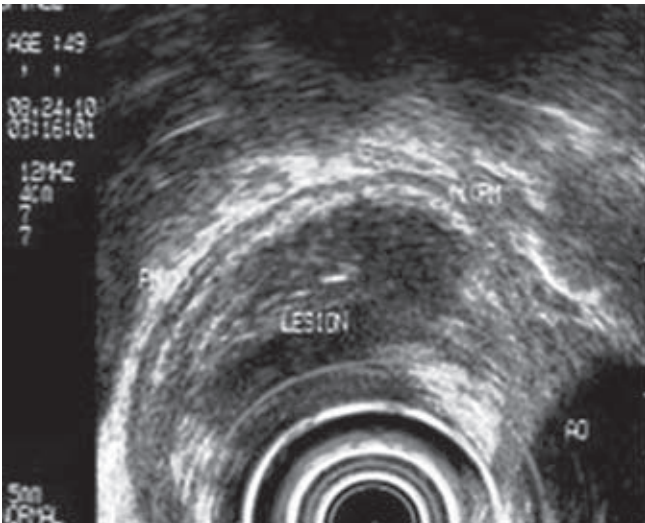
El ultrasonido endoscópico revela un tumor hipocogénico que depende del estrato muscular del esófago y sin compromiso de su mucosa.
